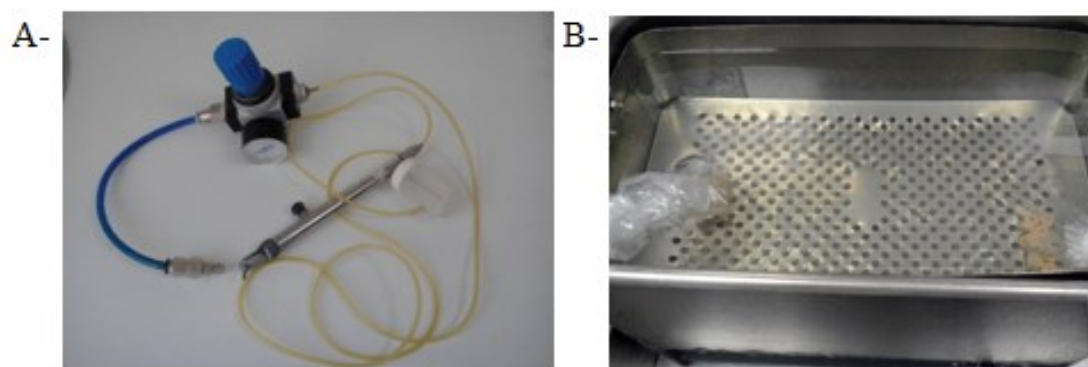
A- Jacto de óxido de alumínio B- Cuba de ultrassons
